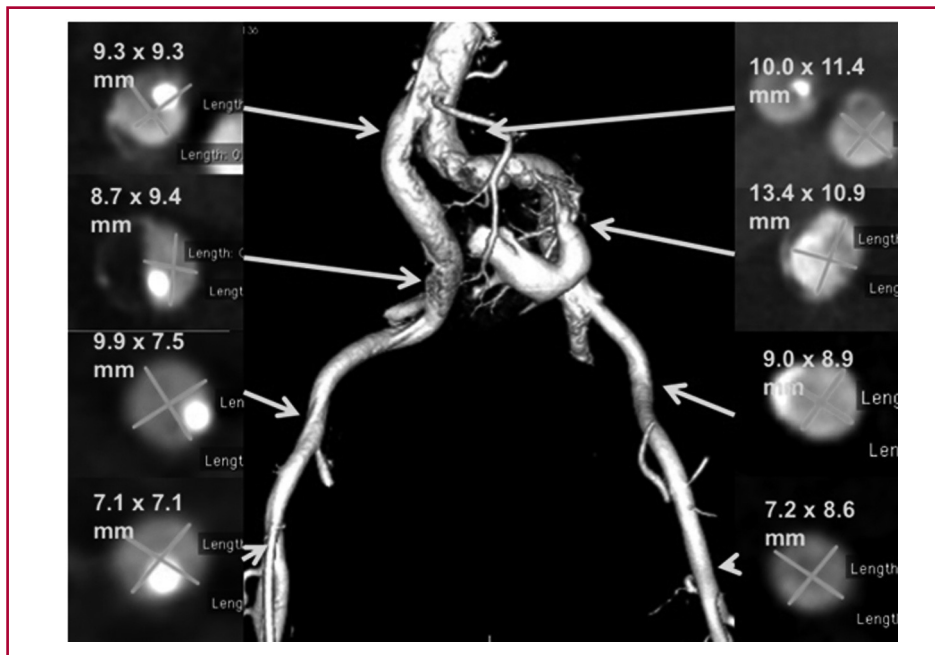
Angio-TAC de ilíacas obtenida con inyección de 20 cm³ de contraste a través de un catéter pigtail posicionado bajo las arterias renales.
